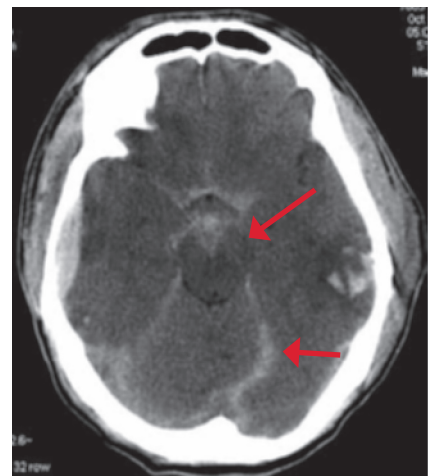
TC de cerebro sin contraste: Hemorragia subaracnoidea.
